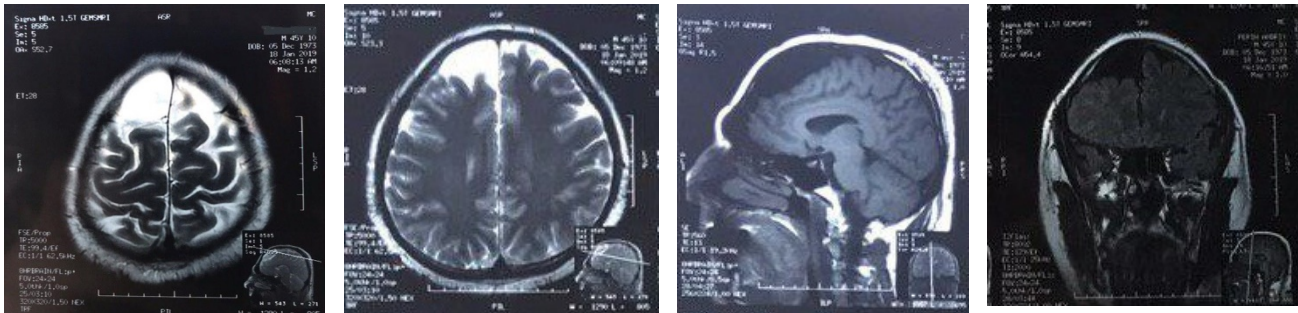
Магнітно-резонансні томограми хворого через 2 дні після поступлення в лікарню.
